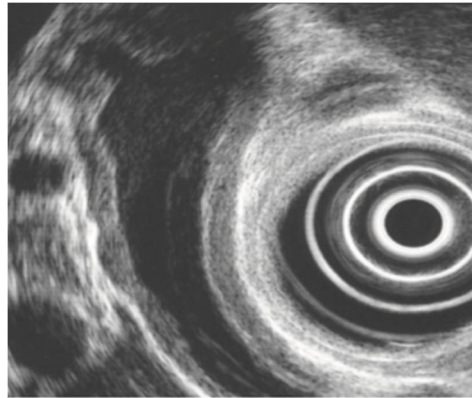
Aspect échographique de la CS-IgG4 montrant un épaissement régulier de 3 mm de la paroi de la VBP en zone sus sténotique, à limite externe nette, fait de 2 liserés hyperéchogènes encadrant un épaissement hypoéchogène dénommé « sandwich patter »
